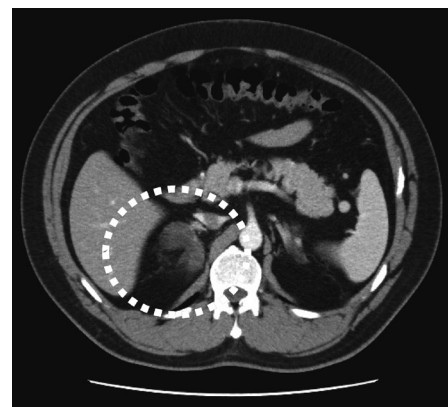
Computed tomography scan of the abdomen shows a hypoattenuating right adrenal mass, measuring 56 mm in diameter.
